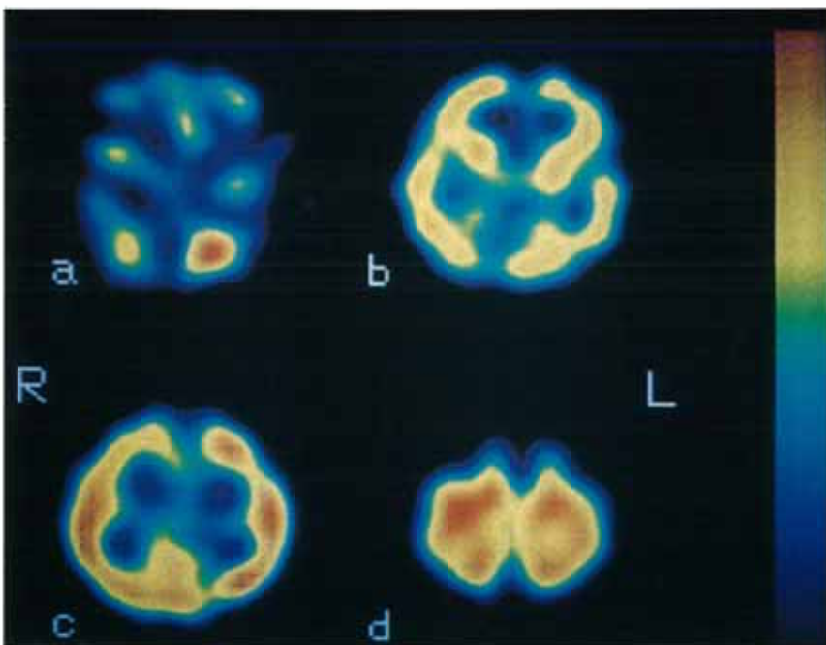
Case 4 (6-month-old male). ^{123}I -IMP SPECT shows increase in cortical activity. Frontal activity is increased, but is lower than parietal and occipital activity.
